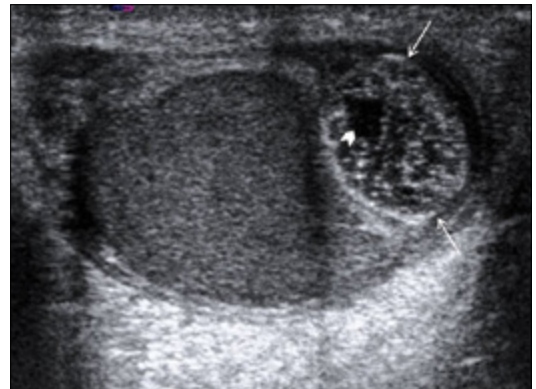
Heterojen hipoekoik, içerisinde nekroz ile uyumlu milimetrik anekoik odaklar ile hemoraji ile uyumlu hiperekoik odaklar izlenen iskemik torsiyone testis parankiminin sonografik görünümü.
